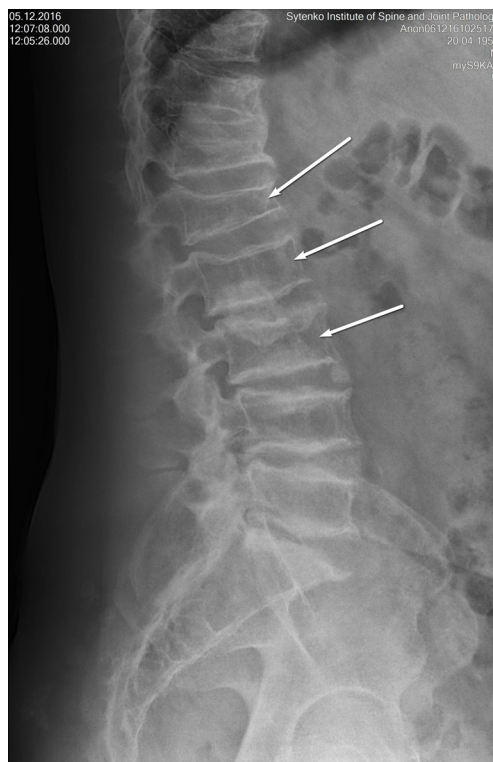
Рентген-знімок пацієнта 3. до операції. Стрілками відмічено уражені хребці при компресійному переломі. Визначається передня клиноподібна деформація
